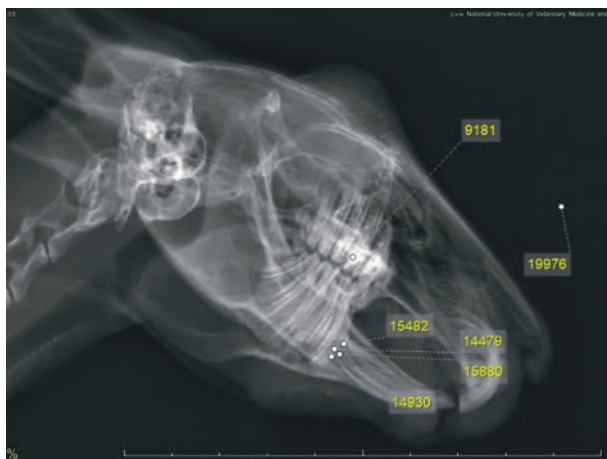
Radiograph of the rabbit mandible 21 days after injury and filling the defect with OCP-N material. Determination of bone mineral density. Lateral projection.
